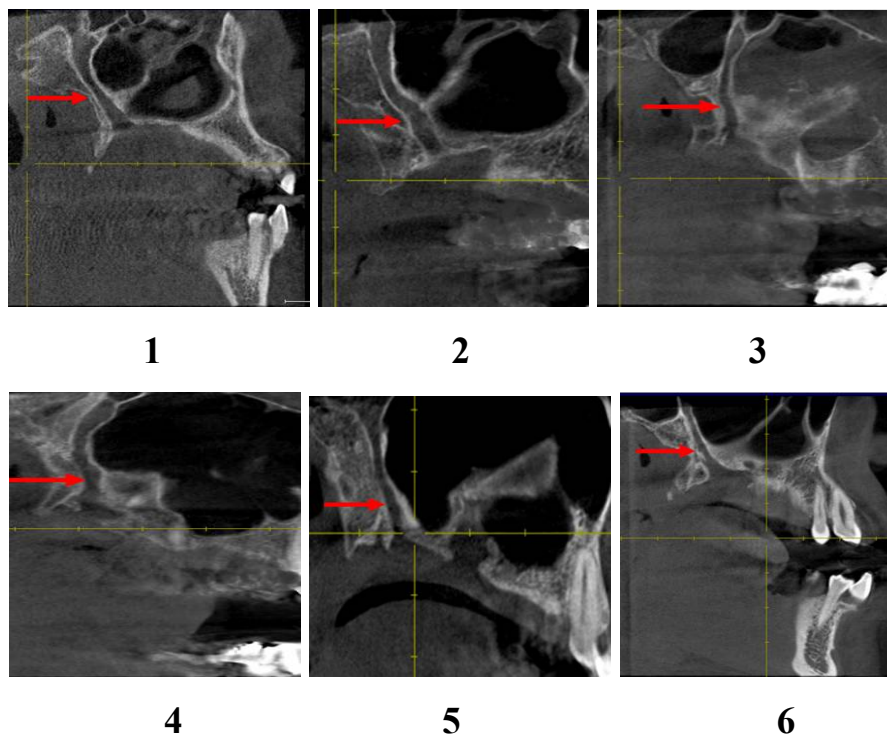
Конусно-лучевая компьютерная томограмма. Форма большого нёбного канала: 1 – форма песочные часы; 2 - воронкообразный с изгибом в нижней трети; 3 - зигзагообразный; 4 – серповидный; 5 – волнообразный; 6 – прямой
